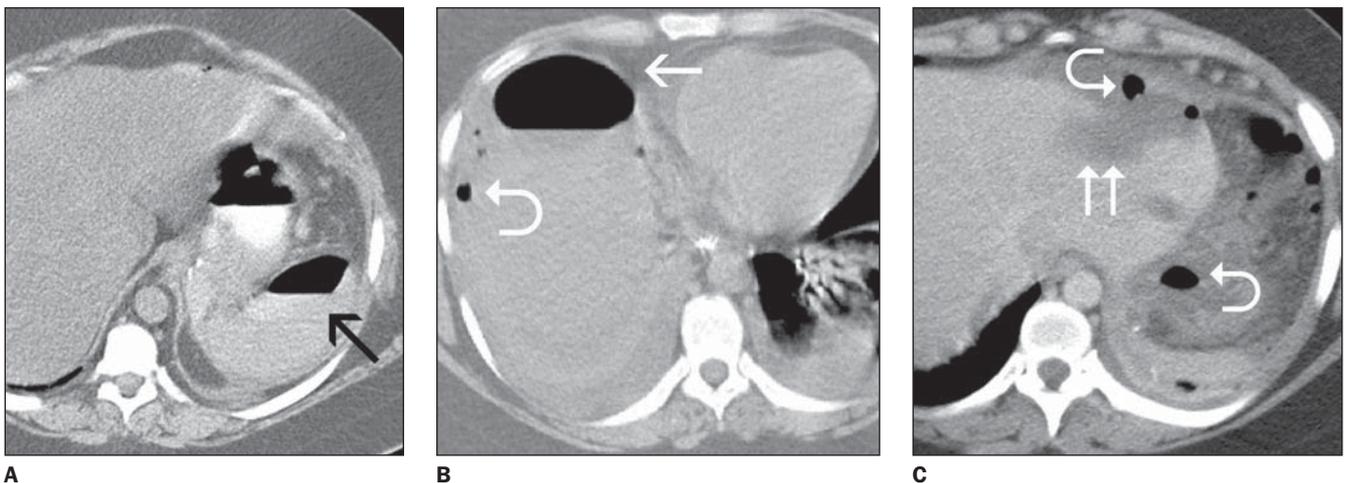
Aspectos de fístulas na TC. A: Coleção periesplênica com extravasamento de contraste oral e nível líquido (seta). Abscesso drenado por via percutânea, não-apresentado. B: Coleção subfrênica direita, com nível hidroaéreo (seta). Notar pequenas bolhas de pneumoperitônio (seta curva). C: Líquido livre no espaço subfrênico (duas setas) e bolhas de pneumoperitônio (setas curvas).
